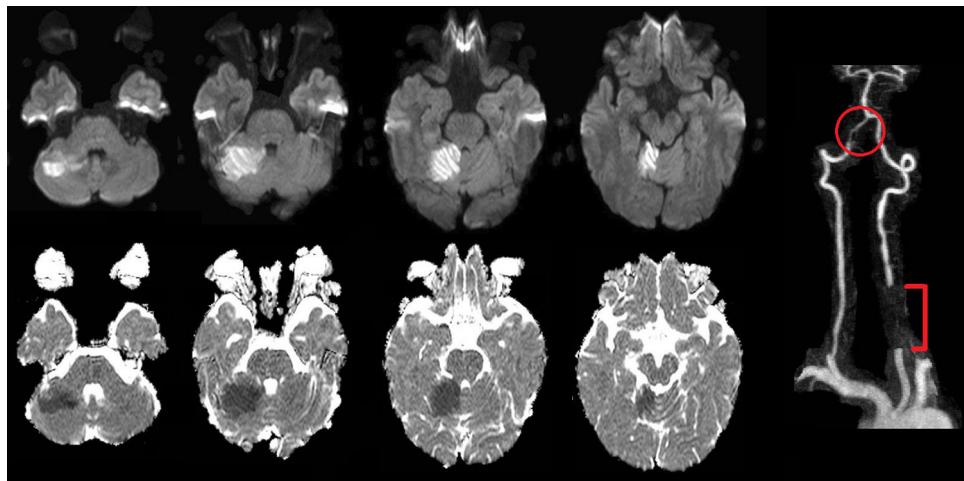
Secuencias de difusión (fila superior) y coeficiente de difusión aparente (fila inferior) donde se aprecia lesión isquémica aguda en territorio de arteria cerebelosa superior derecha. A la derecha, reconstrucción de angiorresonancia, en la que se aprecia oclusión segmentaria de arteria vertebral izquierda (señalada por el paréntesis rojo) y la aparente estenosis segmentaria de la porción distal de la arteria vertebral derecha (contenido en el círculo rojo).
